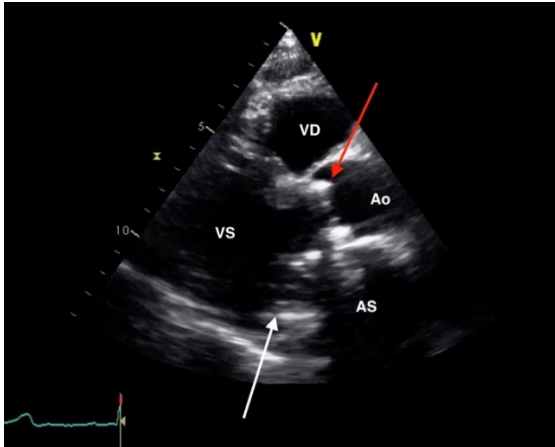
ETT: incidență parasternală ax lung (stânga) și incidență apicală 4 camere (dreapta): proteză mecanică mitrală cu 2 discuri (săgeata albă) și proteză mecanică aortică cu 2 discuri (săgeata roșie). Se remarcă artefactele acustice date de elementele mecanice ale protezelor, care nu permit evaluarea structurilor din spatele lor, respectiv a AS. VS – ventricul stâng, VD – ventricul drept, AD – atriu drept, Ao – aortă.
